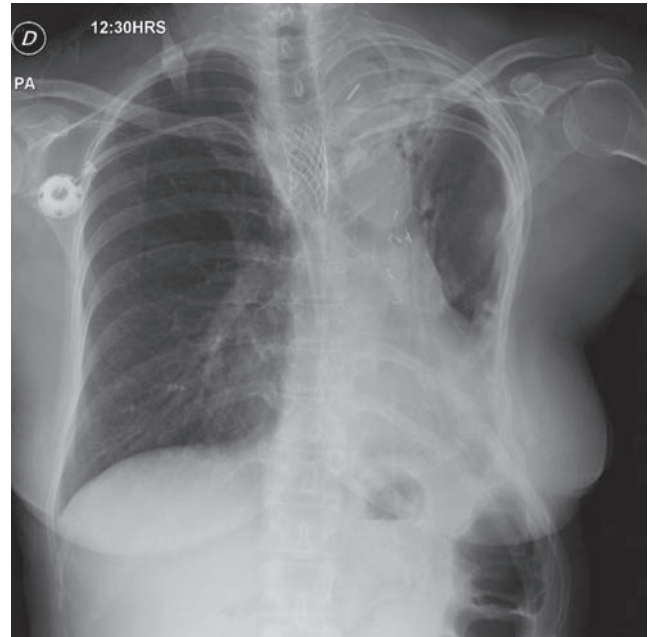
Radiografía de tórax 3 meses después; se identifican los Stent traqueales y la reducción en el tamaño del tumor torácico.
